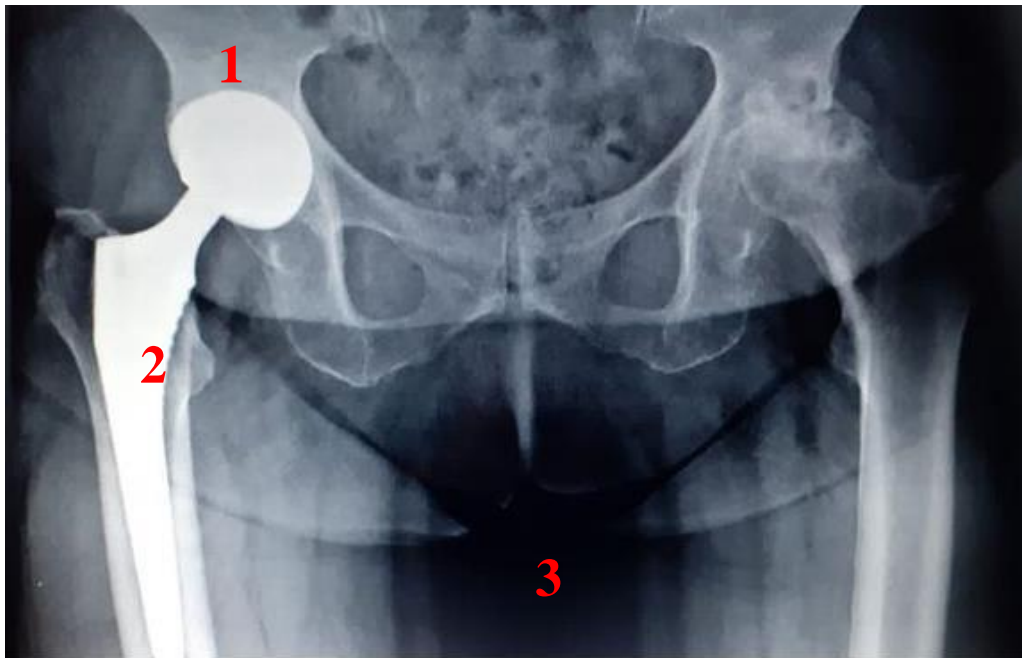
Radiografía de cadera
